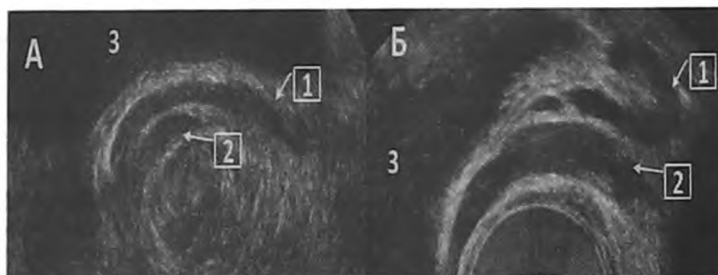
3D ТРУЗИ. Фронтальная проекция СП и дистальных отделов СВП. Нормальный анатомический ход дистального отдела СВП (А) и резкая девиация дистального отдела СВП при ДГПЖ (Б). 1 – дистальный отдел СВП, 2 – СП, 3 – мочевого пузыря
